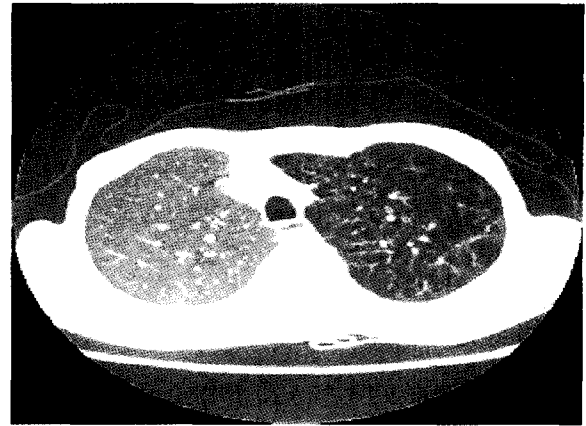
On the postoperative chest CT scan, there were no evidences of rejection and infection associated with transplantation.
